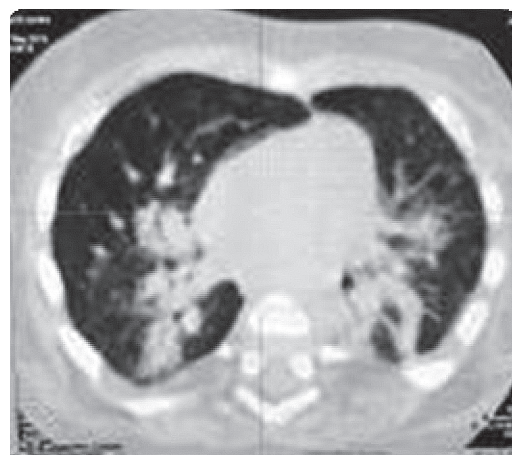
Ребенок В., 3,5 года, СКТ выполнено через полгода после БЛД тяжелой степени с исходом в пневмосклероз
